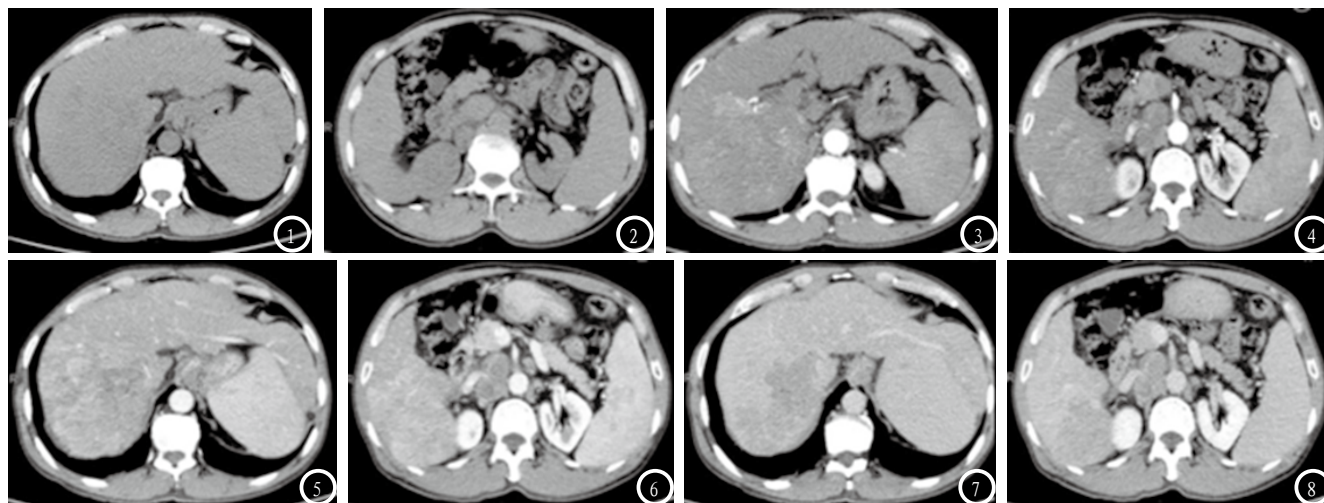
门静脉癌栓的CT影像特征。图1-2为CT平扫,见肝脏形态失常、比例失调,肝右叶体积增大,形态不规则,肝边缘凹凸不平,肝实质密度不均匀,肝右叶可见大片稍低密度影,边界不清,最大截面积约 10.6×12.3 cm,其内密度不均匀,脾脏增大;图3-4为CT增强扫描动脉期,病灶呈片状不均匀强化,高于周围正常肝实质,病灶内可见多发新生血管影;图5-6为CT增强扫描静脉期,病灶内造影剂迅速廓清,低于周围正常肝实质,肝内造影剂充填不均匀,另肝内多个稍低密度结节影,增强扫描强化不强化;图7-8为CT增强延迟期,图内始终可见充盈缺损,肝静脉右支显示不清,肝门区、腹主动脉旁多发结节样软组织影,较大者位于腹主动脉旁,横径约3.3 cm,相邻右肾动静脉受压、变窄,增强扫描病灶环形强化。
